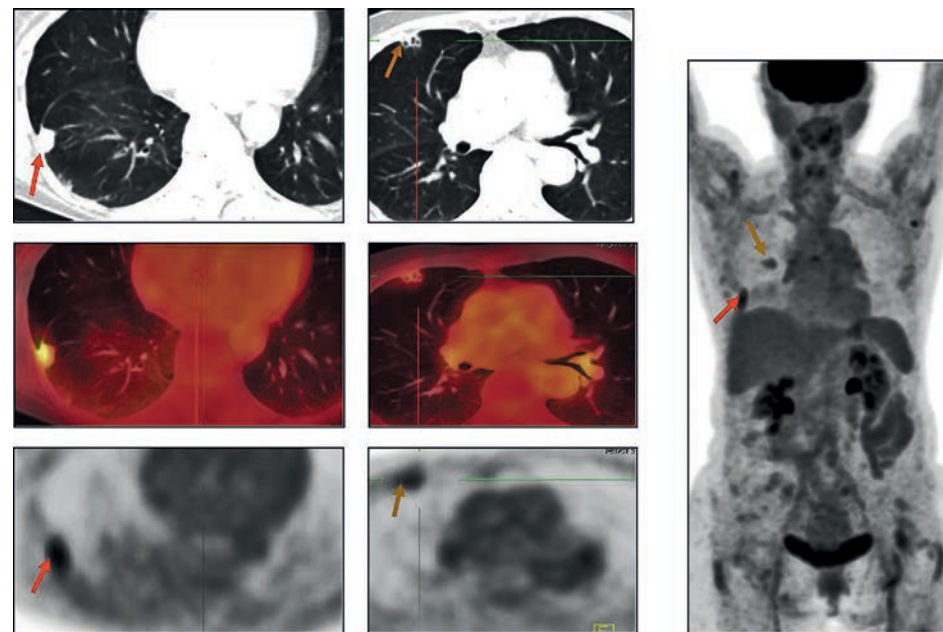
Результаты ПЭТ/КТ больного ГПА с поражением легких: поражение легкого с участками некроза (желтая стрелка), очаговые уплотнения (красная стрелка)
